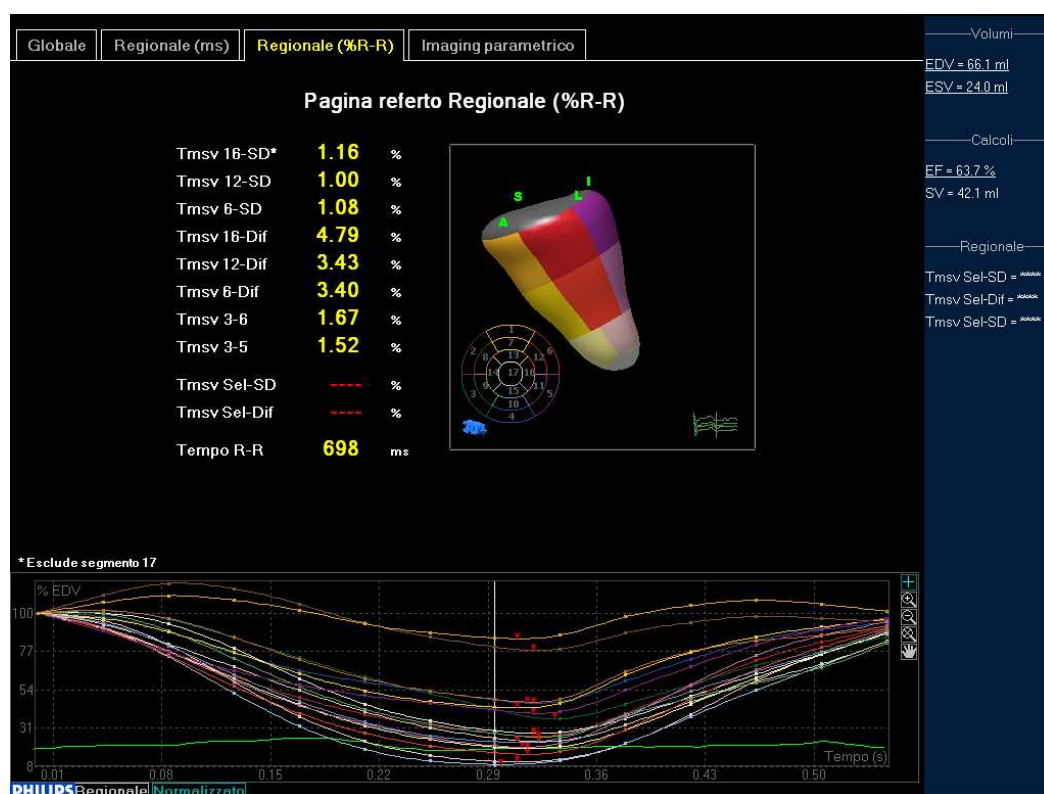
Valutazione ecocardiografica tridimensionale della dissincronia del ventricolo sinistra
